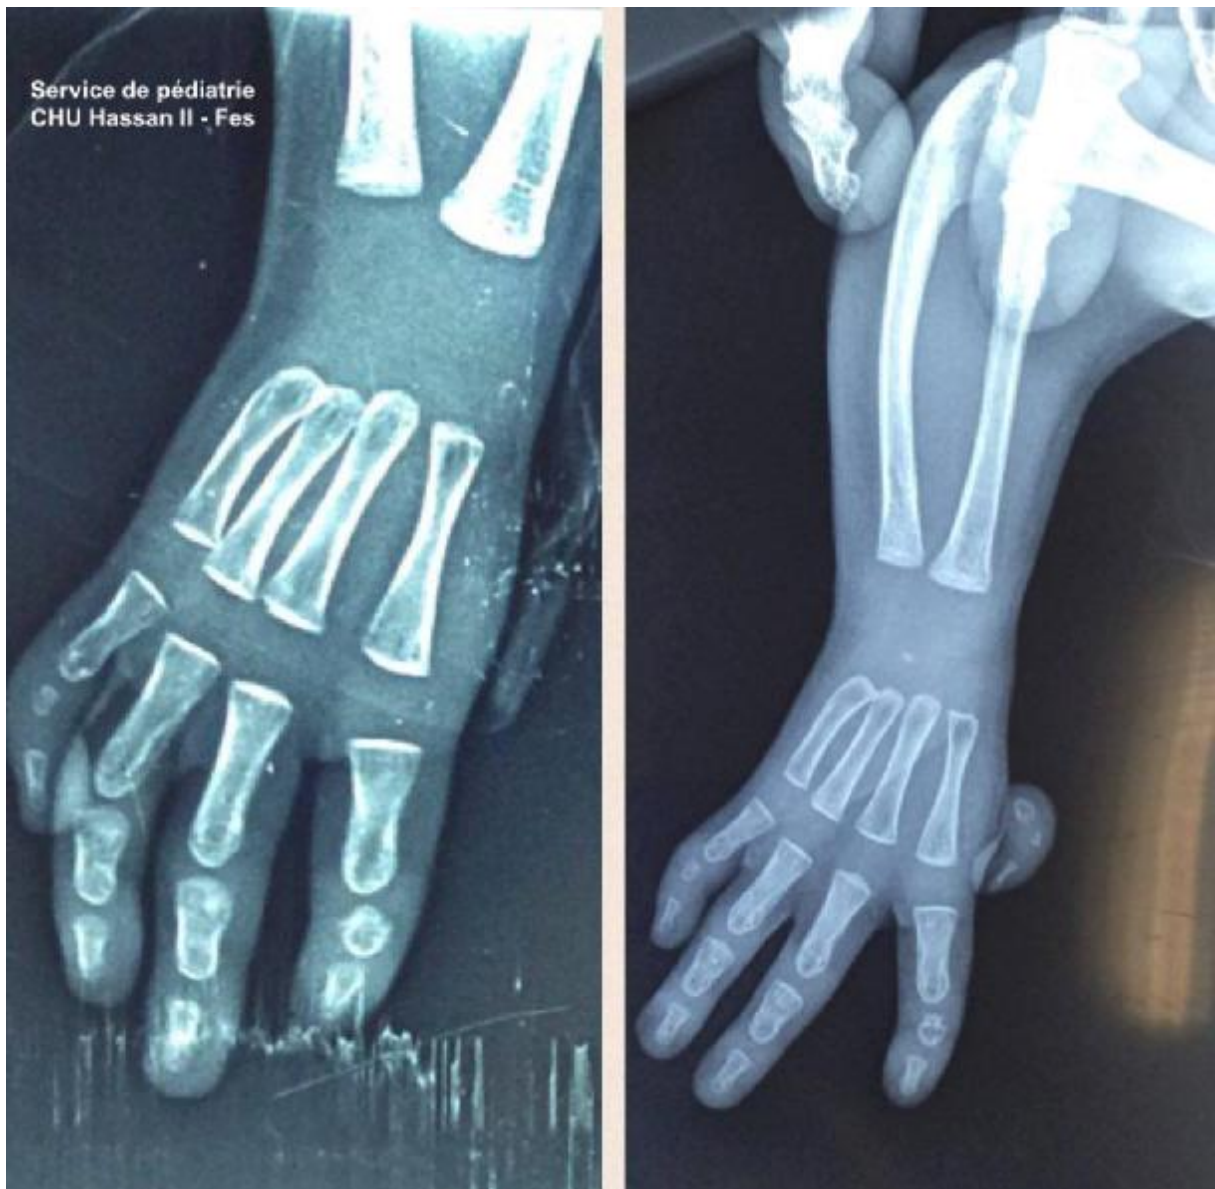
Radiographie standard de la main montrant une agénésie du pouce droit et une hypoplasie du pouce gauche chez un patient atteint d'AF
